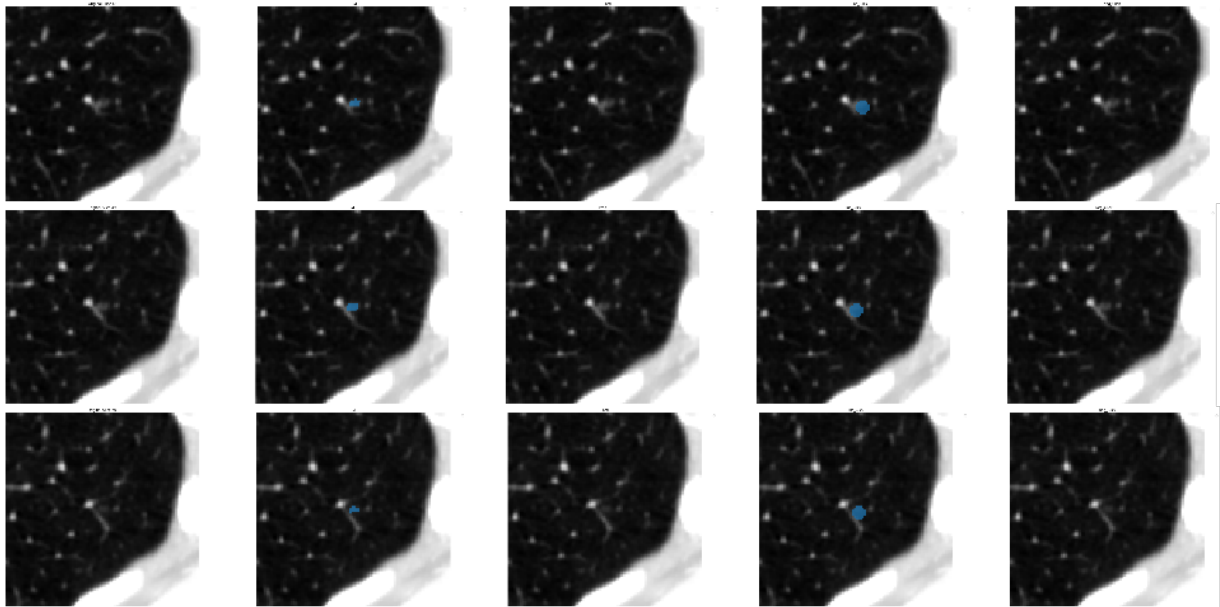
Приклад побудови багатоканального вхідного зображення для інтерактивної сегментаційної мережі (по рядках упорядковані три поперечні зрізи): перший стовпець – поперечні зрізи КТ-скану; другий – ановані області утвору; третій – прогнозована маска статичною моделлю; четвертий – гаусівська маска позитивного кліку; п'ятий – гаусівська маска негативного кліку.
